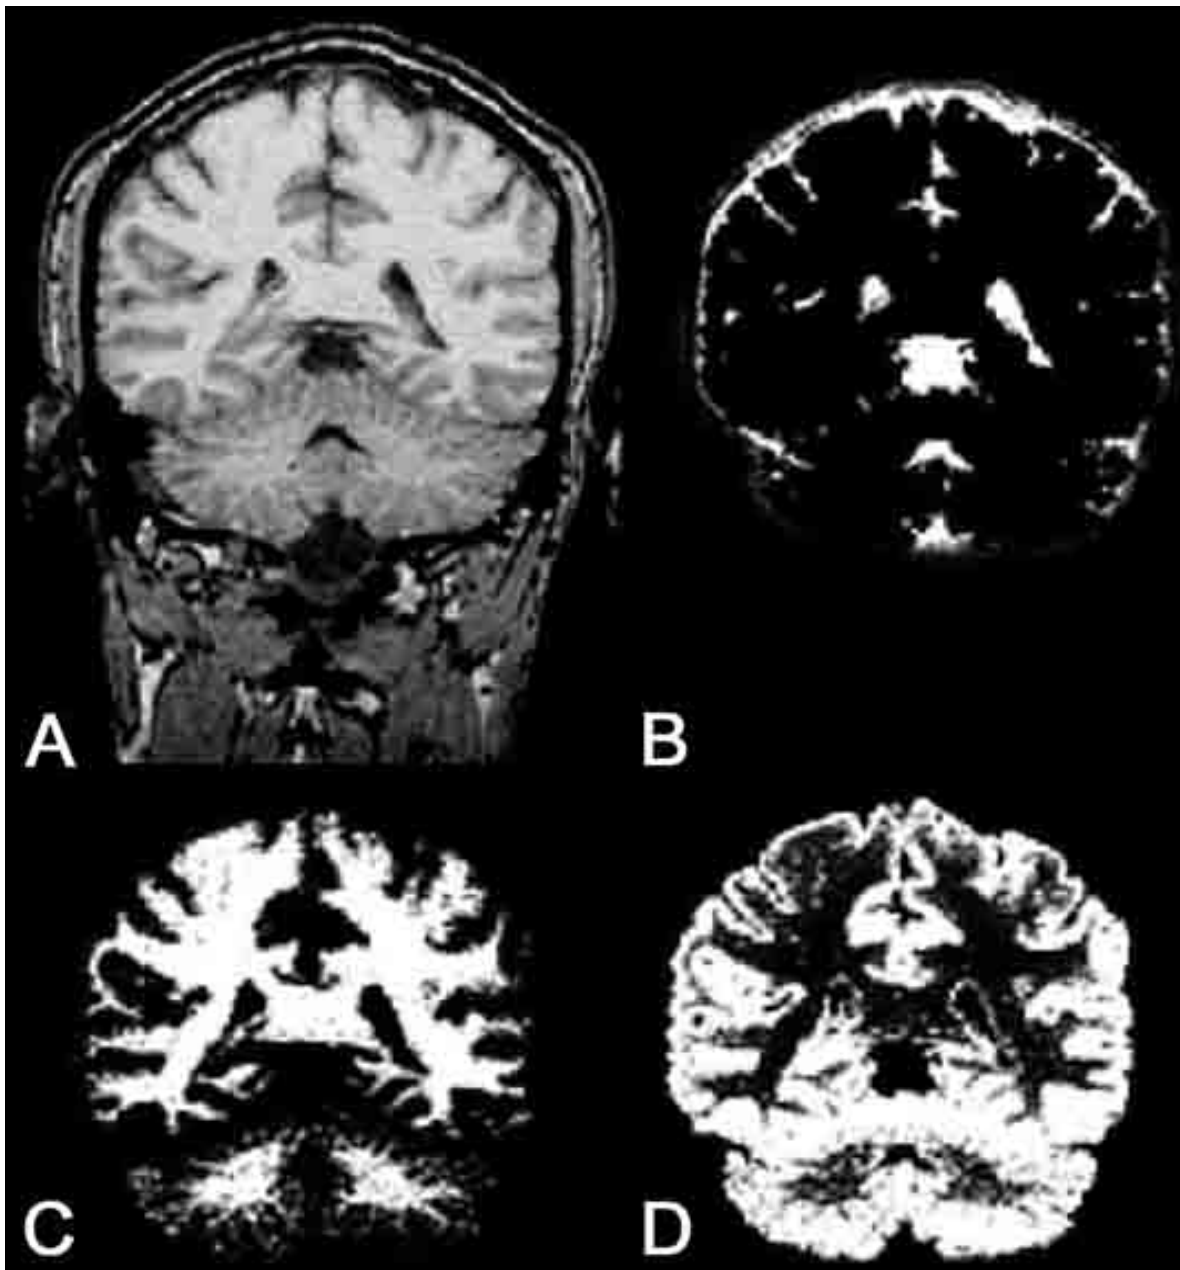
Darstellung eines segmentierten Gehirns, das zur automatisierten Volumenberechnung im Programm SPM auf ein Standardgehirn projiziert wurde. Man sieht hier das native MRI eines menschlichen Gehirns in einem coronaren Anschnitt. Anhand der Buchstaben sind des Weiteren die einzelnen Bestandteile dargestellt. A: Normalansicht; B: CSF, C: weisse Substanz; D: graue Substanz. Zusammen addiert
